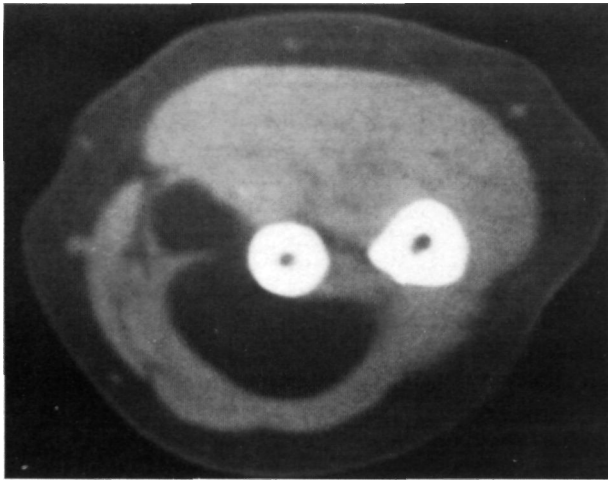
TAC de antebrazo derecho. Masa bien delimitada y bilobulada en el interior de la musculatura flexora profunda.
